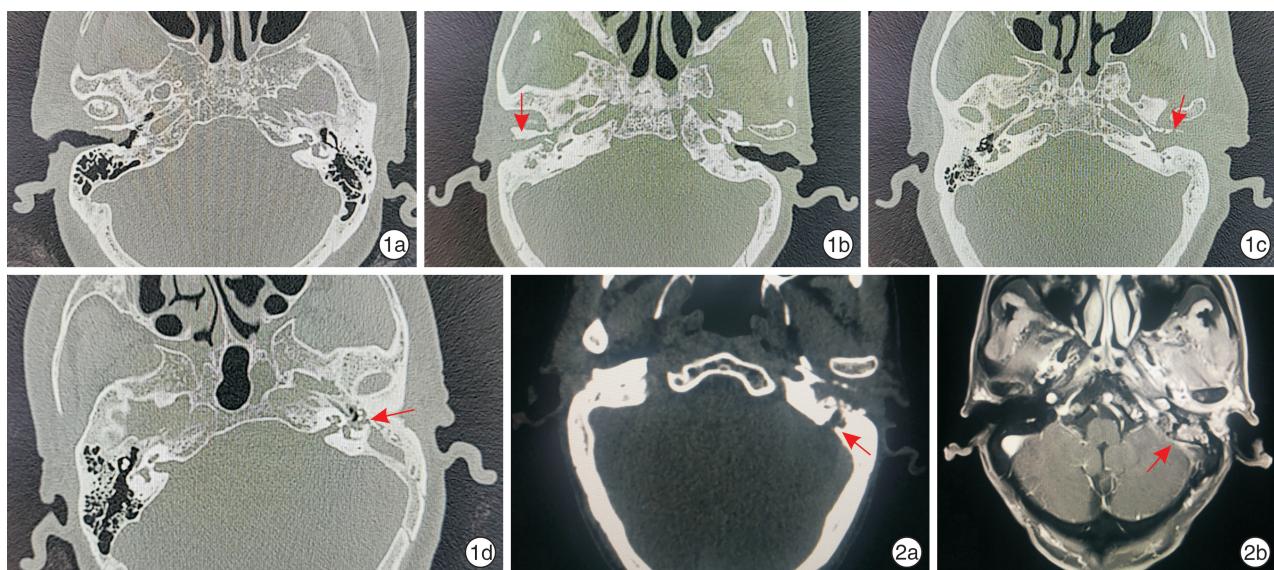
T1~4 期肿瘤骨质破坏的影像学表现 1a: 肿瘤(T1 期)没有破坏外耳道骨质；1b: 肿瘤(T2 期)破坏骨性外耳道前壁部分骨质；1c: 肿瘤(T3 期)破坏骨性外耳道全层；1d: 肿瘤(T4 期)破坏中耳内侧壁骨质； 图 2 1 例 72 岁男性患者发现左外耳道新生物 2 年 2a: 颞骨 CT 检查显示肿瘤破坏鼓室盖，但无法判断是否有硬脑膜受累；2b: 颞骨 MRI 检查显示肿瘤累及硬脑膜和乙状窦。
